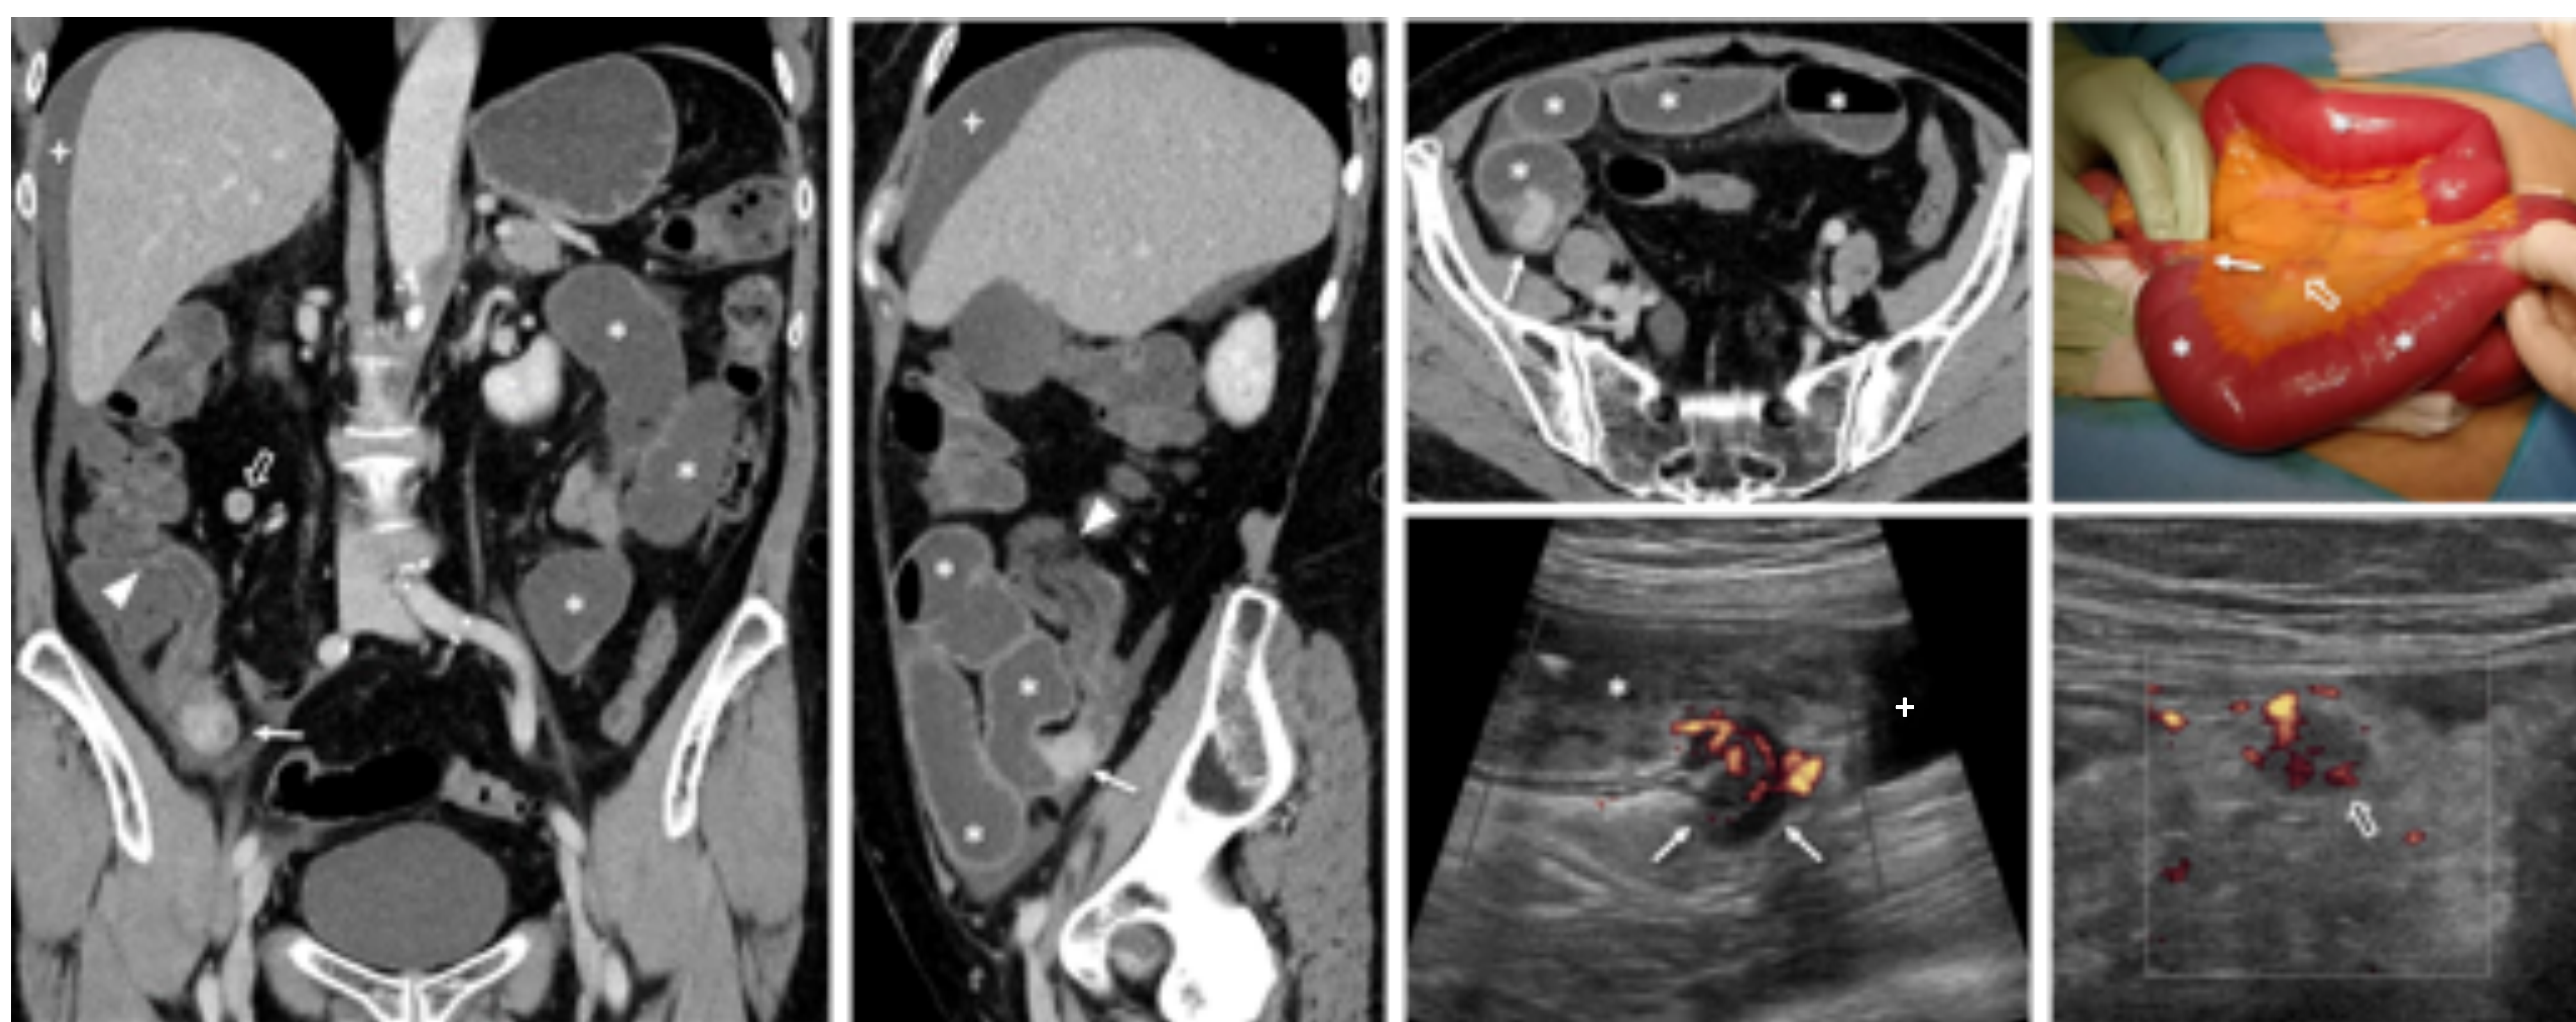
Mujer de 62 años con insuficiencia adrenal tras exéresis de adenoma hipofisario. Episodios repetidos de OIDA, el actual más intenso. Rx (no mostrada) TC y ecografía: dilatación de intestino delgado (*) hasta íleon terminal. A 6 cm de la válvula ileocecal (cabezas de flecha), pequeño tumor hipercaptante, hipocogénico y muy vascularizado, donde cesan el peristaltismo de lucha (Vídeo) y la dilatación. Adenopatías con iguales características (flechas huecas) y ascitis (+). Tumor carcinoide intestinal con OIDA y adenopatías tumorales, en un contexto de MEN 1 con confirmación histológica.
